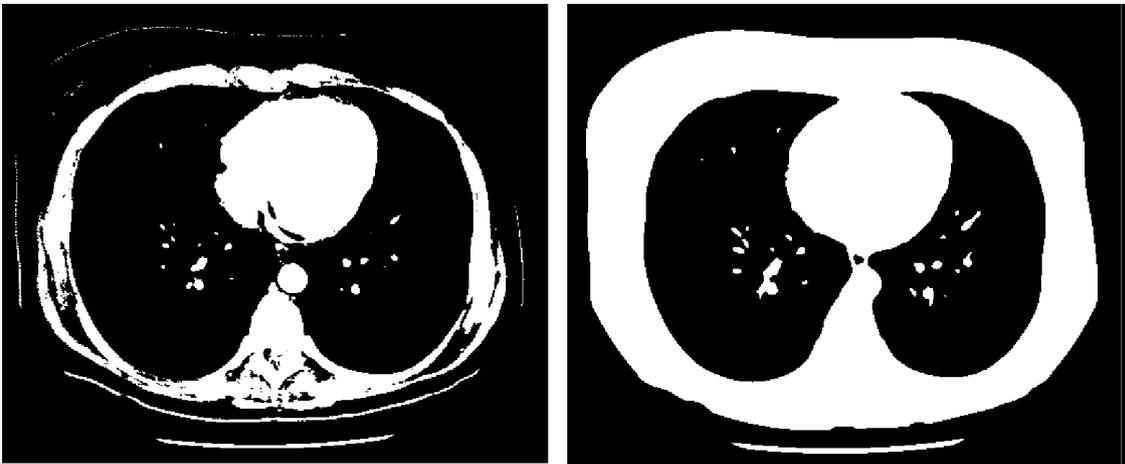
Ejemplo de un corte TC en el que se muestra la imagen binarizada después de separar los píxeles utilizando el umbral -300 y el efecto de aplicar el filtrado gaussiano
